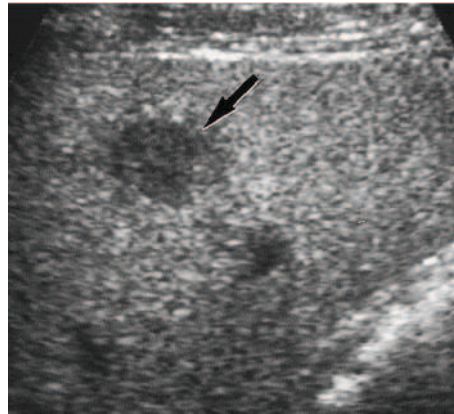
Image échographique du foie avec présence d'une tumeur. Image issue de [Kim et al., 2000].
